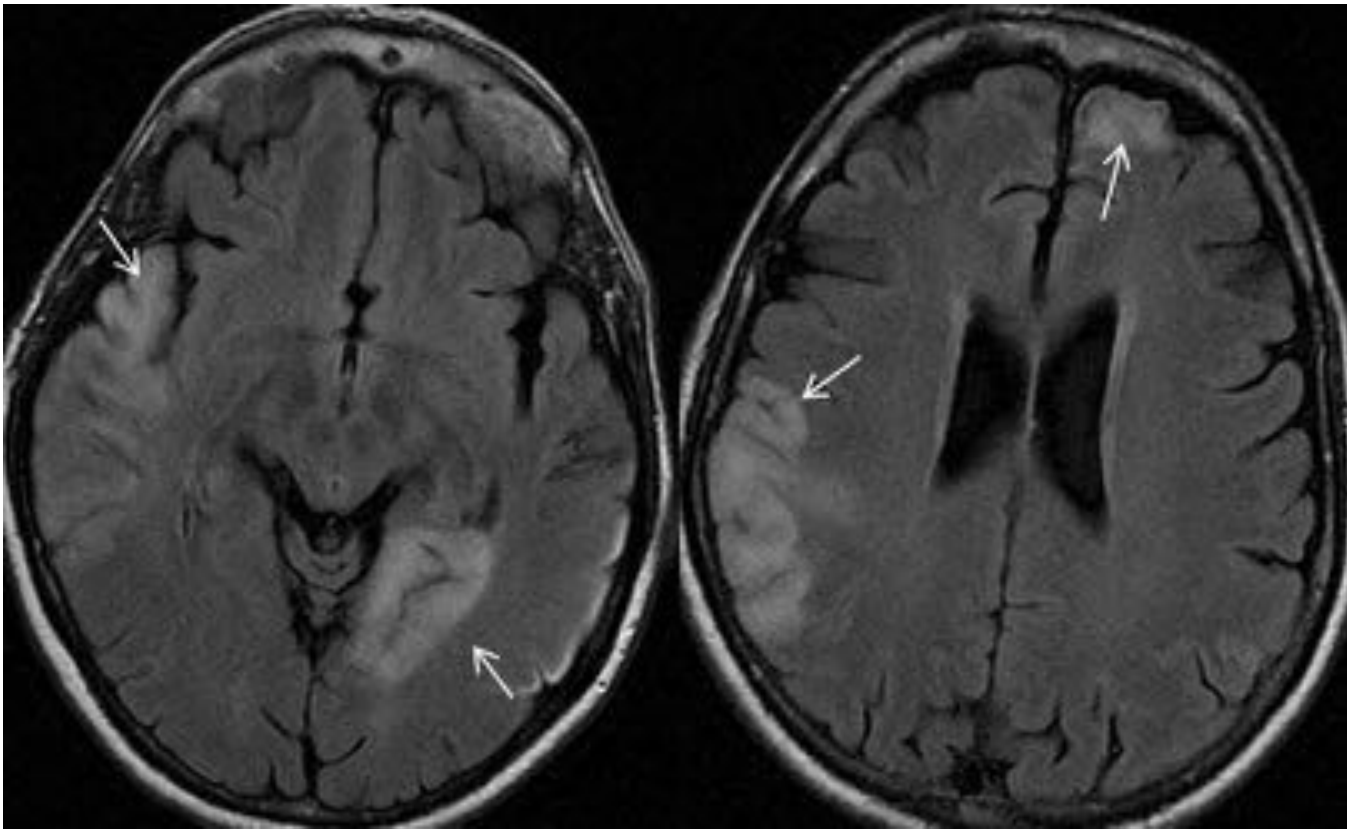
RM de cráneo con secuencias potenciadas en T2 FLAIR que muestran áreas hiperintensas de distribución corticosubcortical, de distribución asimétrica, en paciente con síndrome MELAS.
